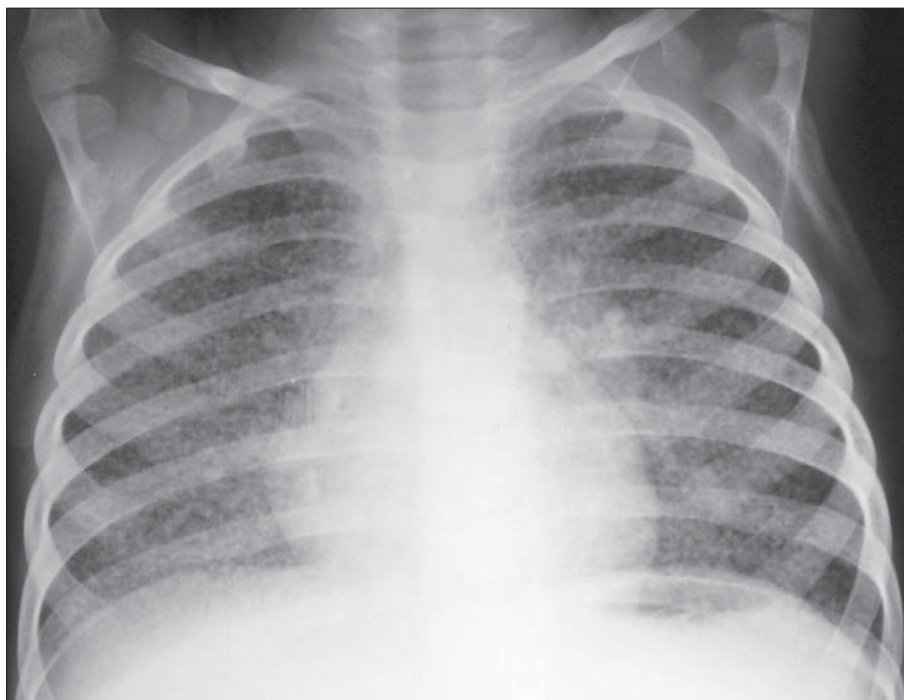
Bronhopneumonie miliară tuberculoasă. Radiografie toracică în incidență PA. Multiple opacități miliare diseminate în ambii câmpi pulmonari.
